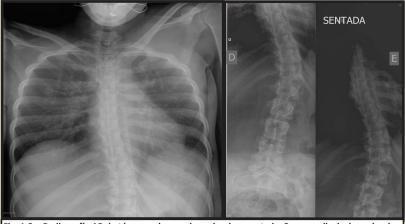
Radiografía AP de tórax y columna dorso-lumbar, sentada, 2pp: escoliosis dorso-lumbar siniestro-convexa con rotación de los cuerpos vertebrales; ángulo Cobb 31º.
